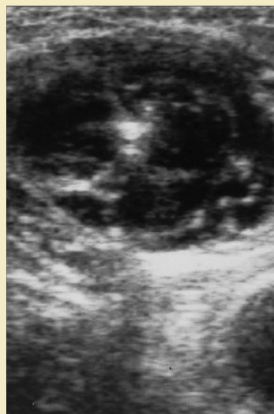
Ecografía transaxial en la que se observa un halo de líquido tumescente que rodea la vena safena comprimida sobre la fibra láser.
